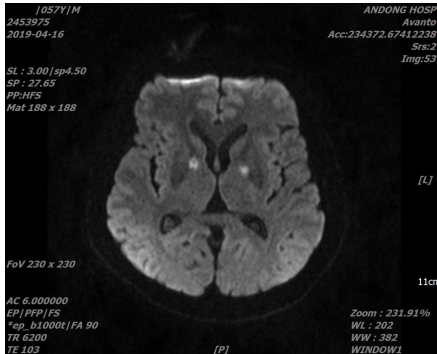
Brain MRI DWI of the date of the CO intoxication.
